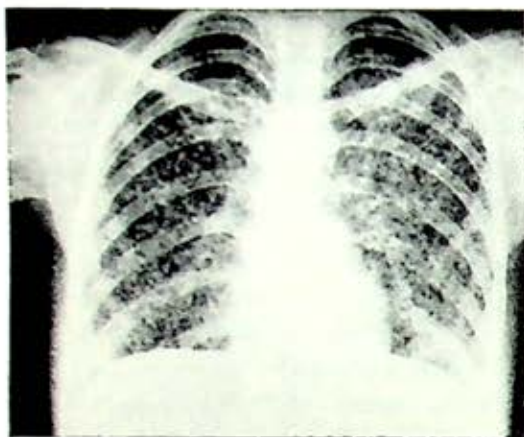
Radiografía de ingreso del 2o. caso. imagen miliar micro y macronodular severa que borra el contorno de la silueta cardíaca.
